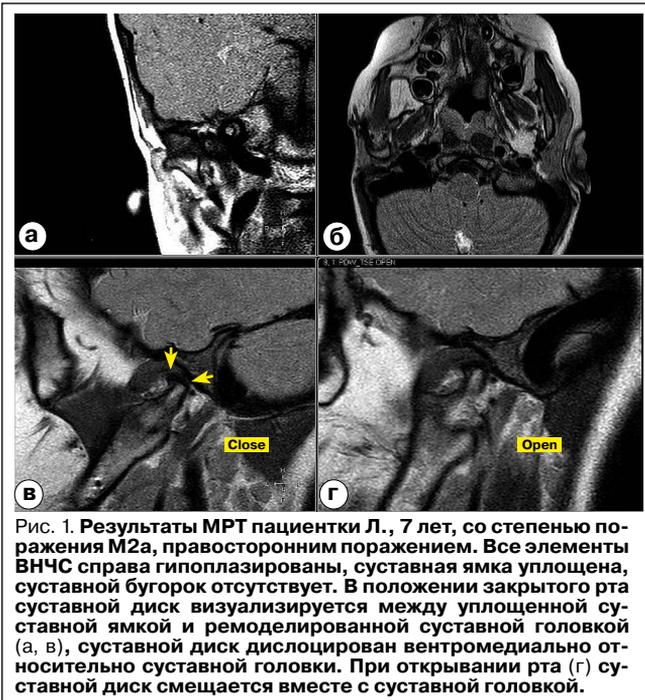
Результаты МРТ пациентки Л., 7 лет, со степенью поражения М2а, правосторонним поражением. Все элементы ВНЧС справа гипоплазированы, суставная ямка уплощена, суставной бугорок отсутствует. В положении закрытого рта суставной диск визуализируется между уплощенной суставной ямкой и ремоделированной суставной головкой (а, в), суставной диск дислоцирован вентромедиально относительно суставной головки. При открывании рта (г) суставной диск смещается вместе с суставной головкой.
